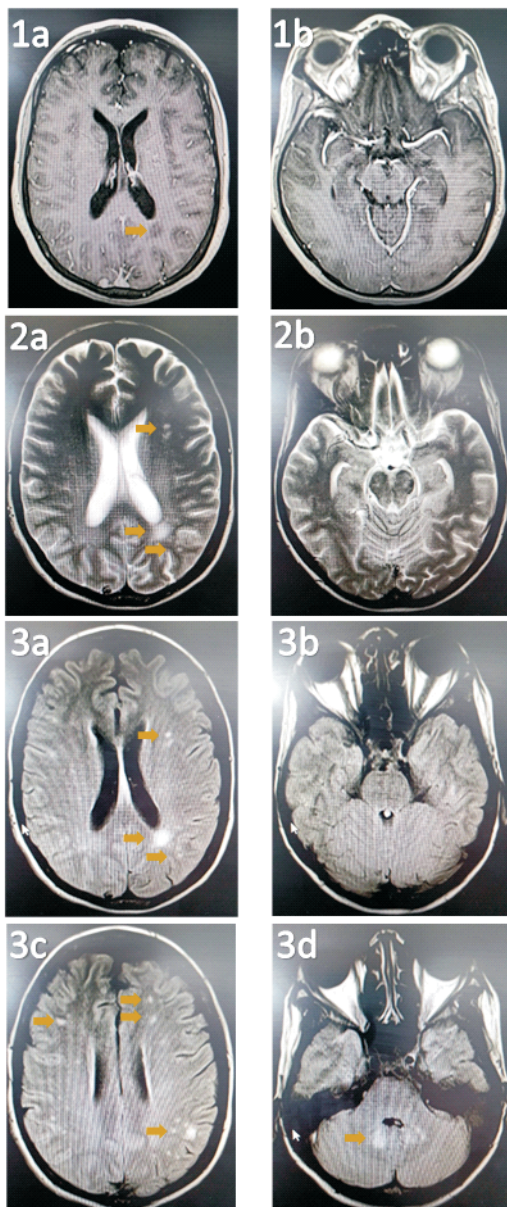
Resonancia magnética nuclear. 1a y 1b) T1 con gadolinio. Se observa lesión hipointensa sin realce (flecha).
